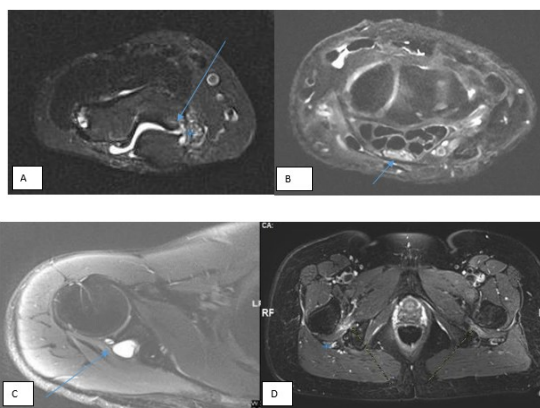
(A) Phù cơ đùi (mũi tên) thuộc chi phối dây TK chày sau, kèm tăng kích thước và tín hiệu dây TK chày sau (ngôi sao). (B) Teo cơ, thoái hóa mỡ cơ gấp cổ tay trụ (mũi tên) thuộc chi phối dây TK trụ.
